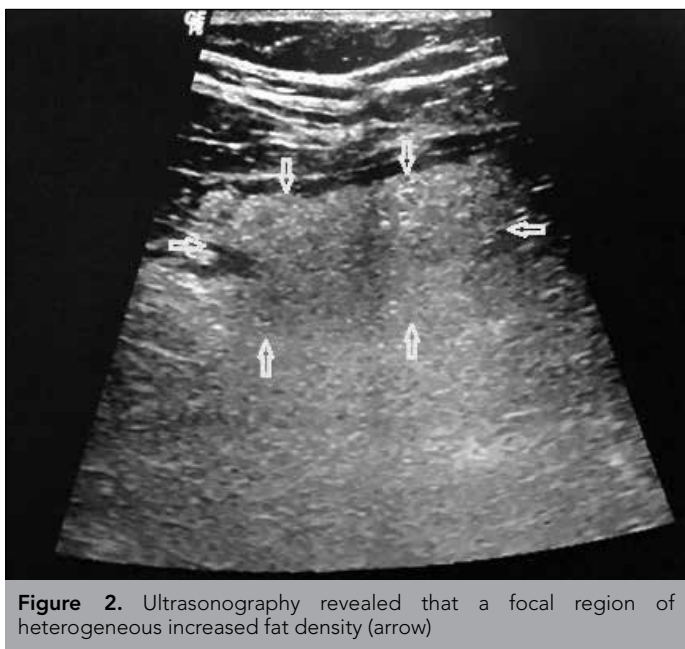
Ultrasonography revealed that a focal region of heterogeneous increased fat density (arrow)
